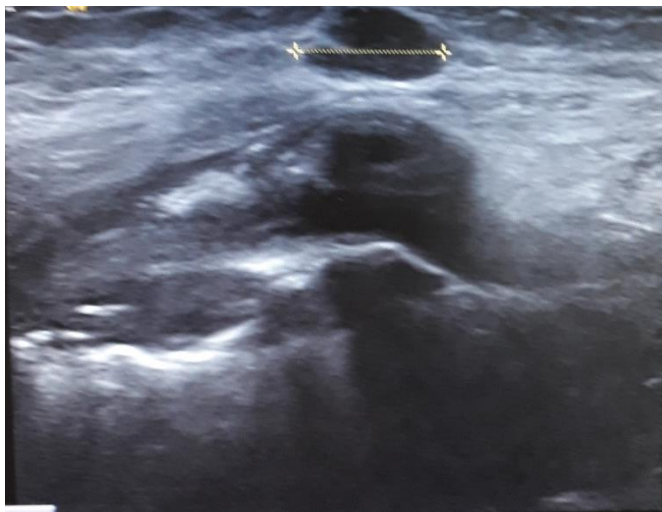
Ecografia mamária mostrando nódulo sólido direito de possível etiologia metastática
